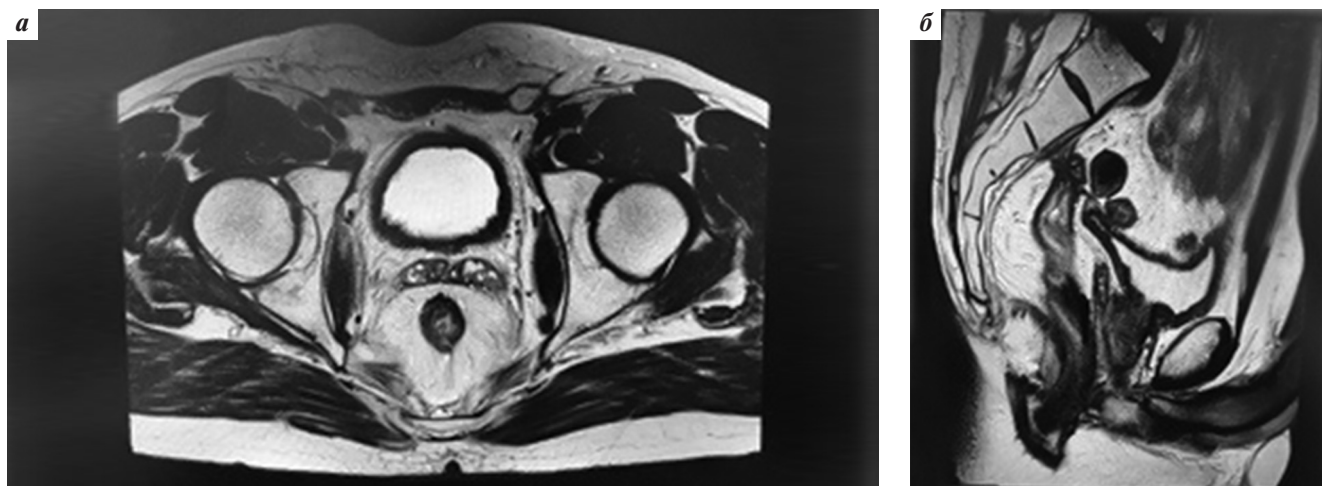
Данные магнитно-резонансной томографии в аксиальной (а) и сагиттальной (б) проекциях через 2 года после проведенного курса неoadъювантной химиолучевой терапии: полный регресс как первичной опухоли, так и метастатически измененных лимфатических узлов
